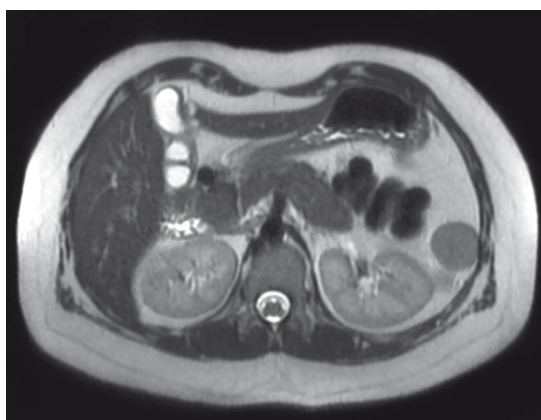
Corte coronal de RM de abdomen, secuencia potenciada en T2. Se observa poliesplenia de posición en el hipocondrio derecho (Caso 2).
